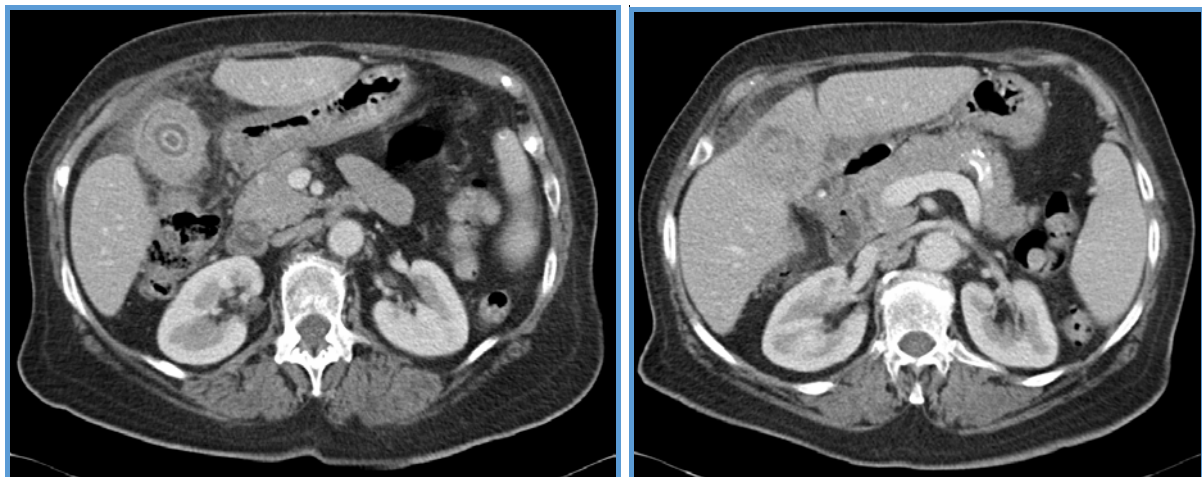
TC abdominal con contraste (fase arterial). Se observa la vesícula de pared gruesa e irregular y con márgenes mal definidos con el parénquima hepático adyacente, que semeja infiltración.
